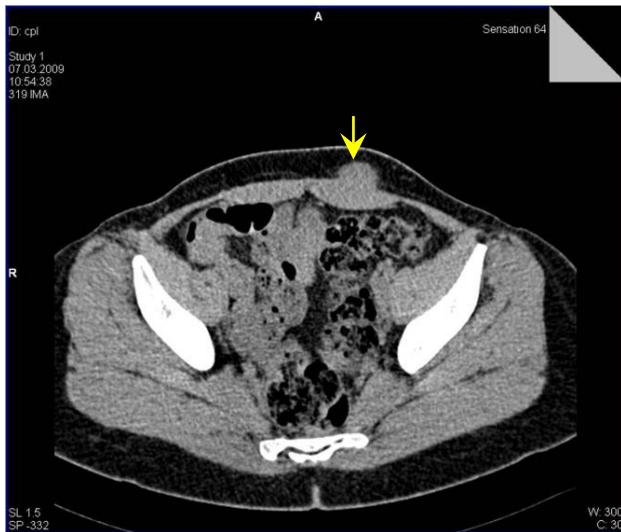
TC: endometrioma peretelui abdominal (→). Figura publicată anterior [9]
